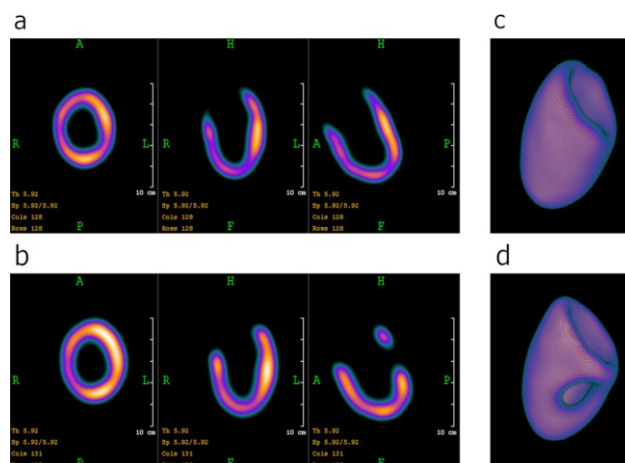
Padrões de captação de imagens SPECT reconstruídas dos fantasmas saudável e defeituoso do VE medidos *in air* nas três vistas ortogonais (a e b) e imagens renderizadas em 3D das duas configurações do fantoma (c e d). Adaptado de [27].
